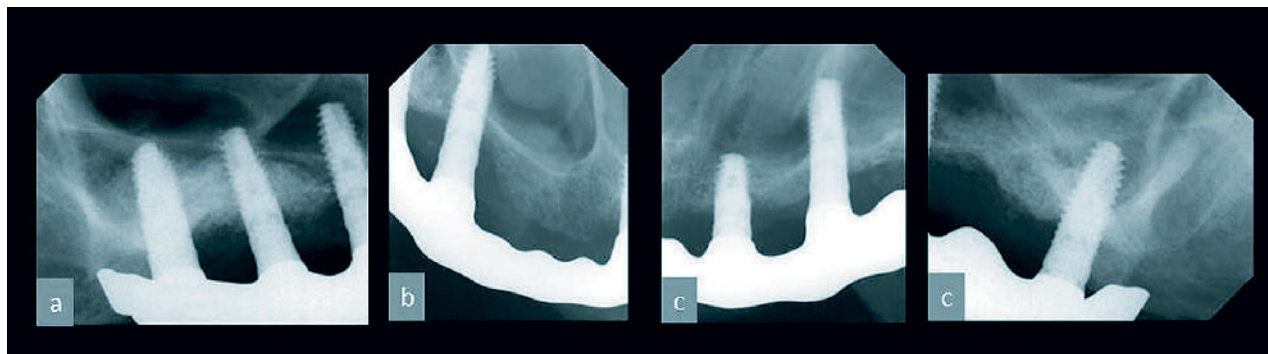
Radiographische Situation im Oberkiefer 12 Monate nach Therapie.
